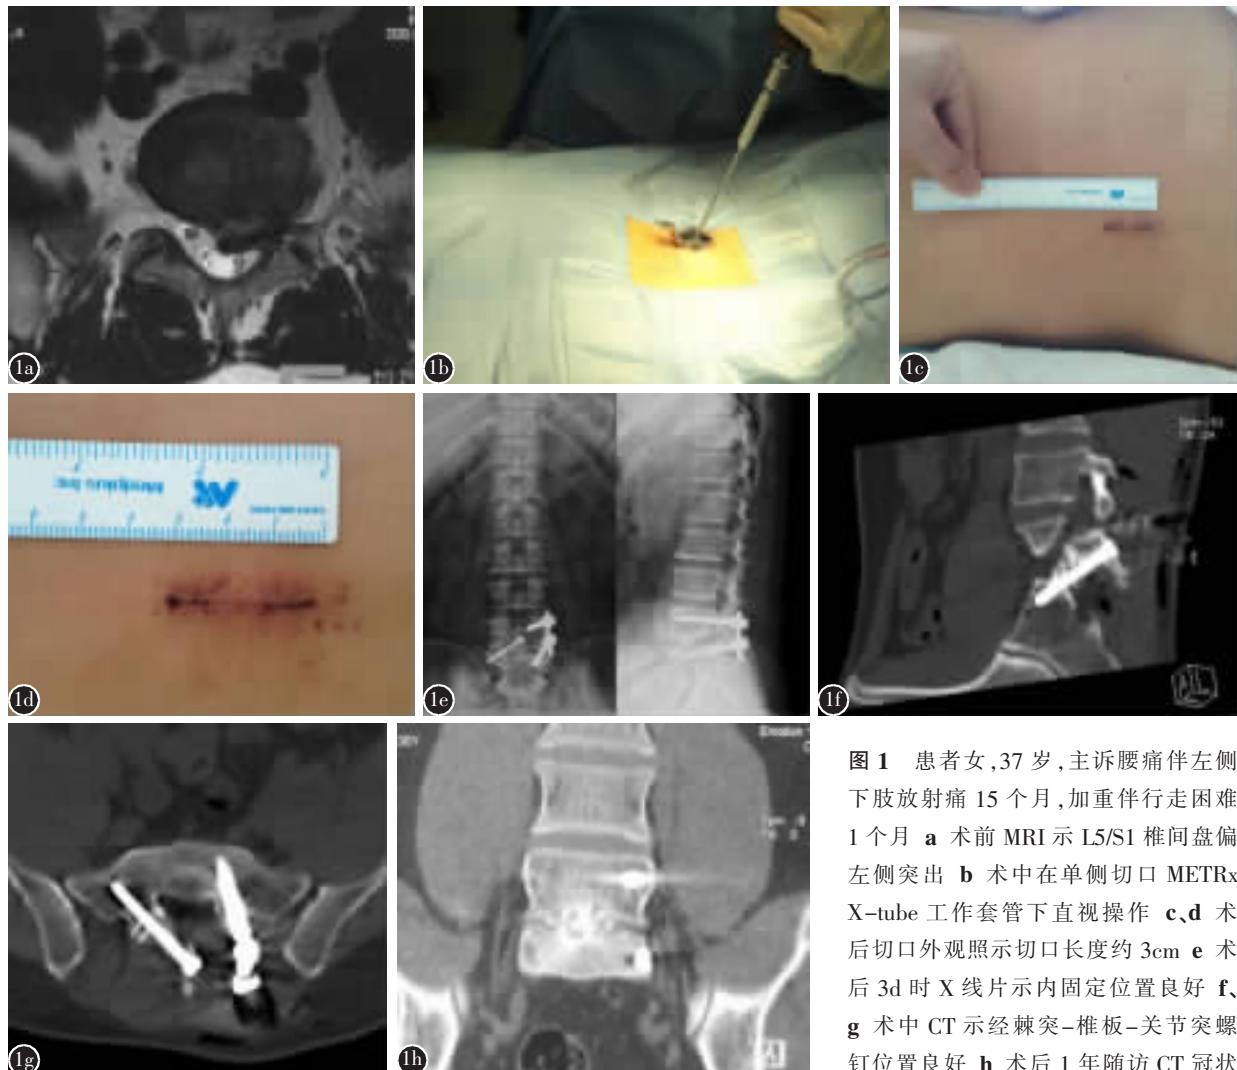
患者女,37岁,主诉腰痛伴左侧下肢放射痛15个月,加重伴行走困难1个月 a 术前MRI示L5/S1椎间盘偏左侧突出 b 术中在单侧切口METRx X-tube工作套管下直视操作 c,d 术后切口外观照示切口长度约3cm e 术后3d时X线片示内固定位置良好 f,g 术中CT示经棘突-椎板-关节突螺钉位置良好 h 术后1年随访CT冠状面重建结果显示椎体间骨性融合良好
